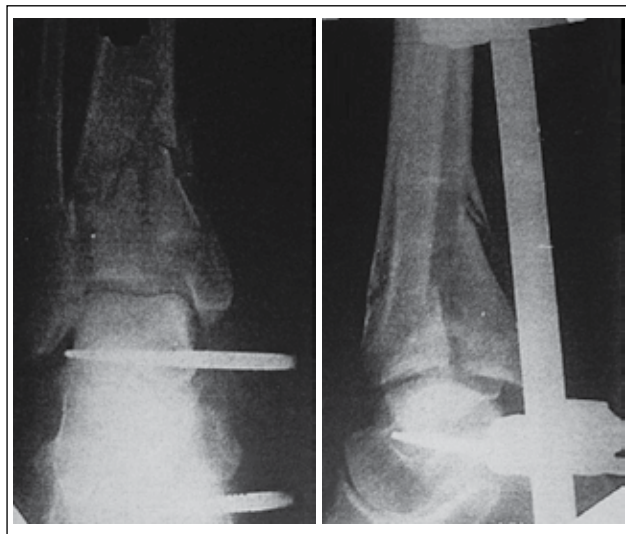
Фотовідбитки рентгенограм пацієнтки А. після операції
